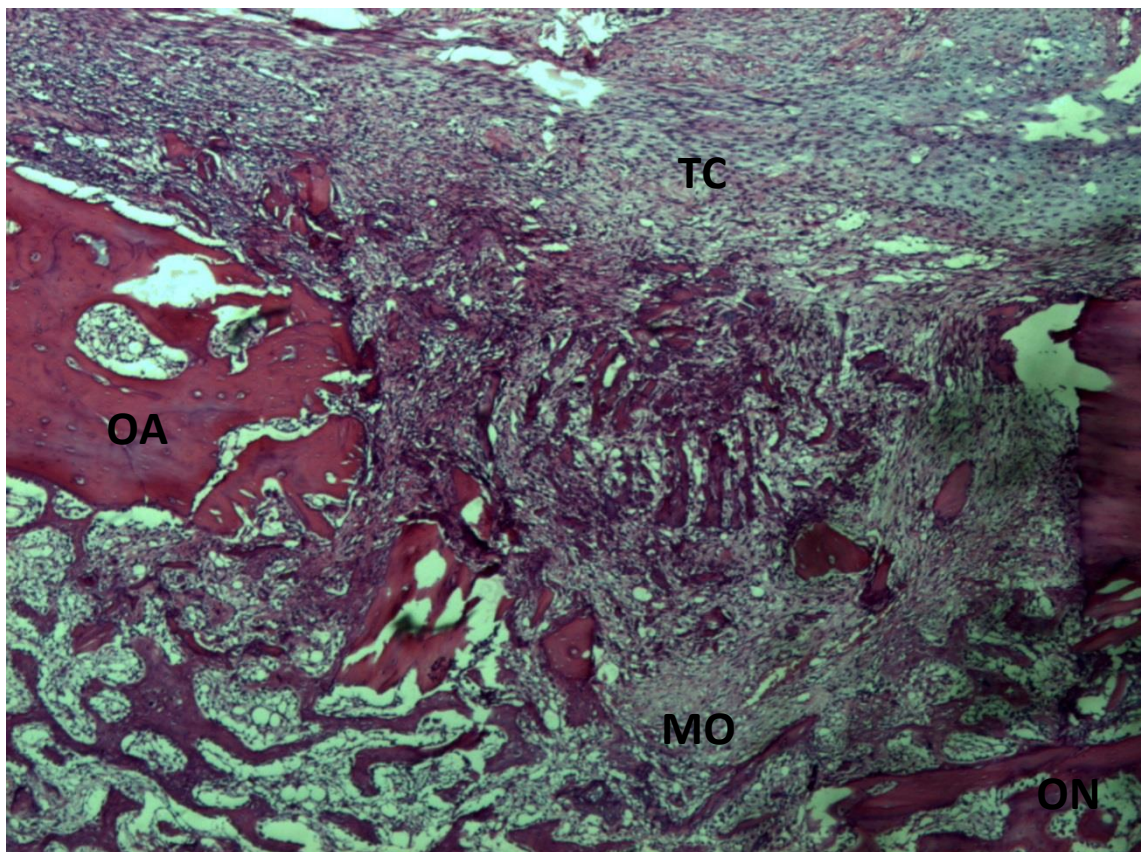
GA aos 7 dias (H.E. 63x) ON- Osso Novo, MO- Medula óssea, TC- Tecido Conjuntivo, AO- Osso autógeno
